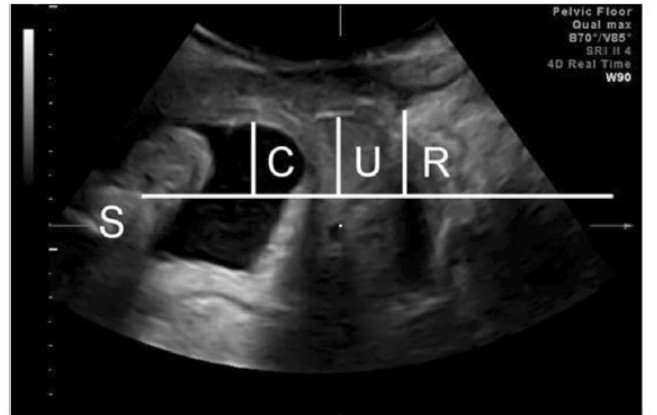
Translabial ultrasound image in the mid-sagittal view at maximum Valsalva (≥ 6 s) for organ descent. Ssymphysis pubis, C cystocele, U uterus, R rectal ampulla [77]
